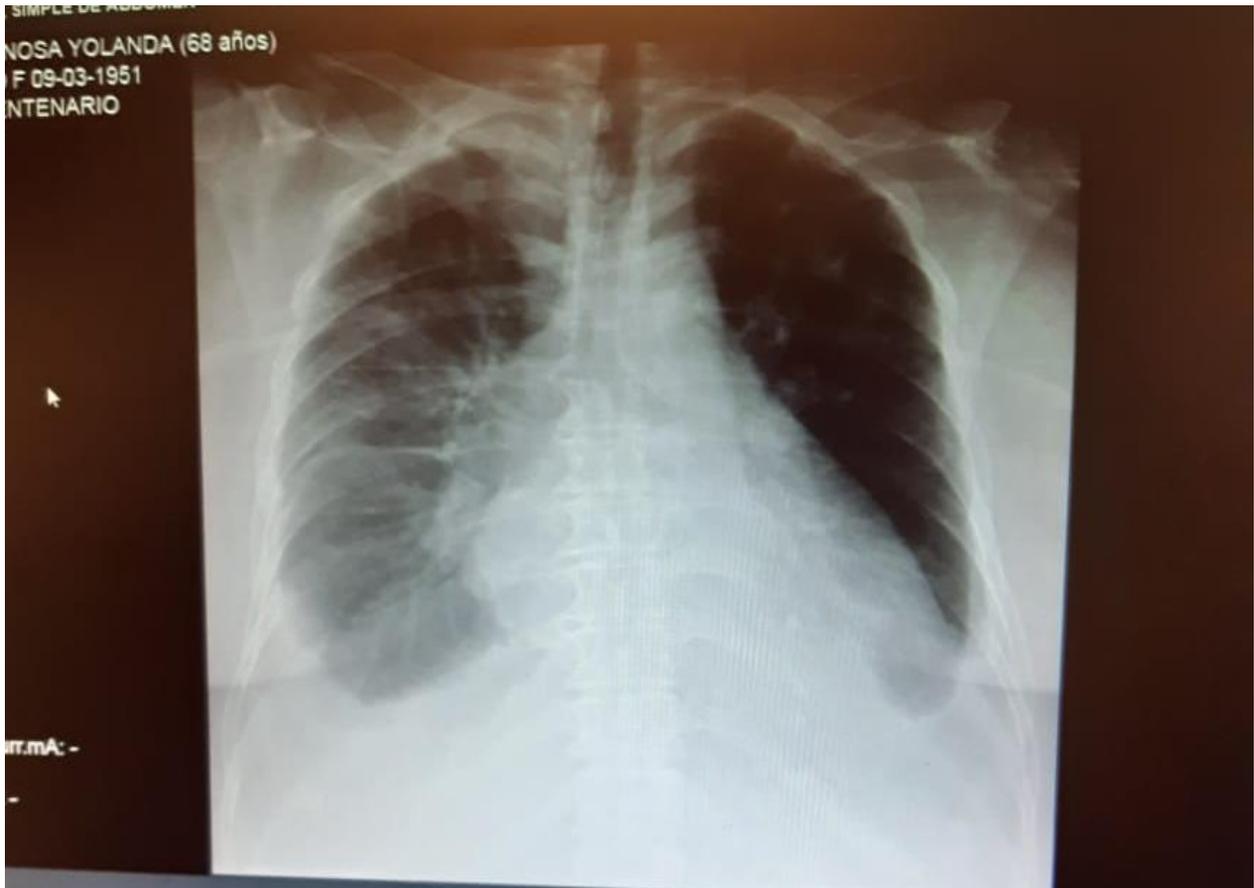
Radiografía de tórax
